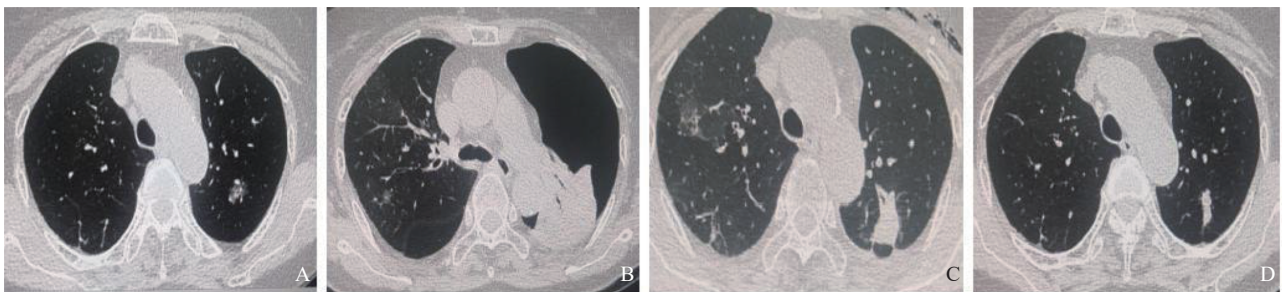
典型病例1（患者，男性，79岁）左肺叶结节CT图像
